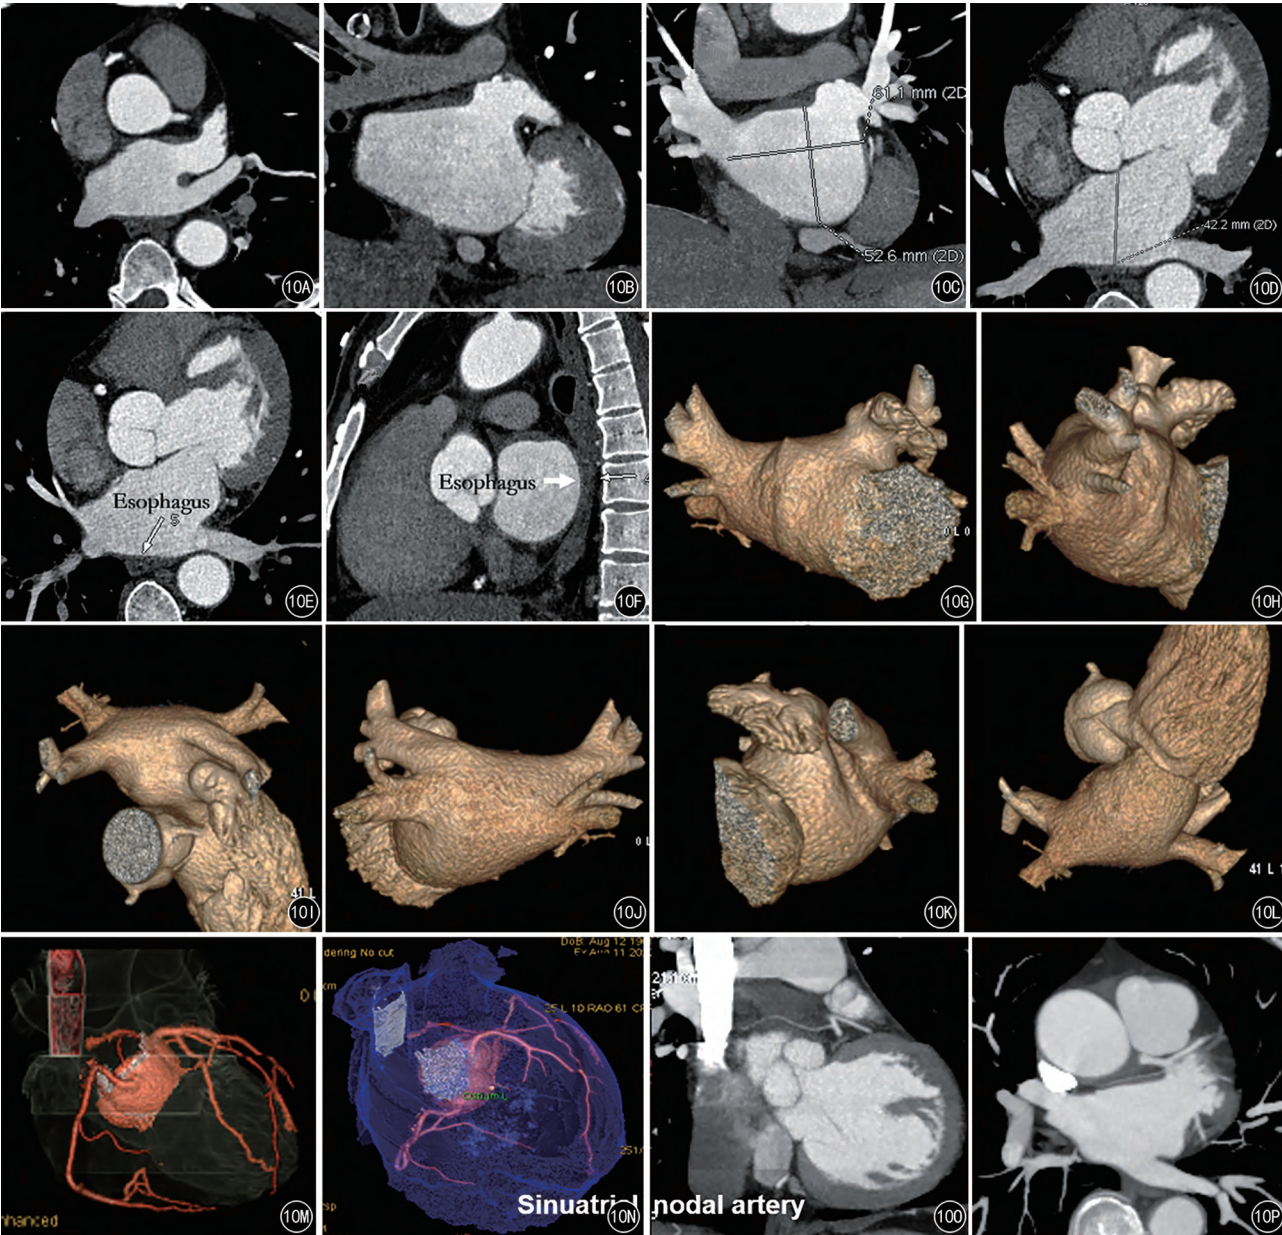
~P 左心房-肺静脉 CTA 重组。A、B. 最大密度投影(MIP)方式显示左心房形态(对比剂充盈完整);C、D. 左心房测量(上下、左右、前后直径);E、F. 食管与左心房解剖关系(轴位+矢状位);G~L. 容积再现(VR)三维重组显示肺静脉、左心房形态(PA、AP、RL、LL、Sup、Inf 体位);M~P. VR+MIP 显示窦房结动脉与左心房解剖关系
